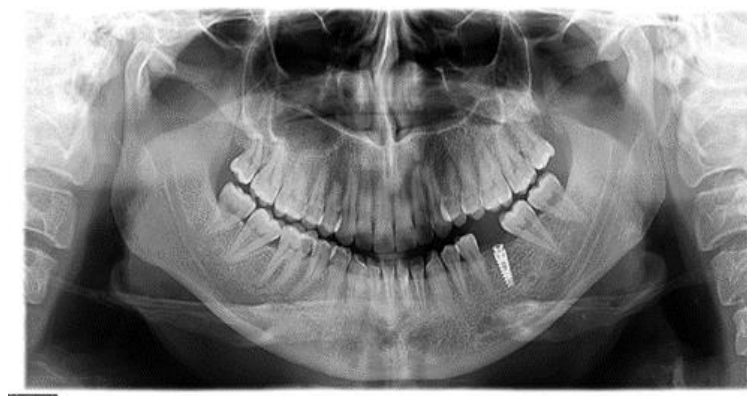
Radiografie panoramică
